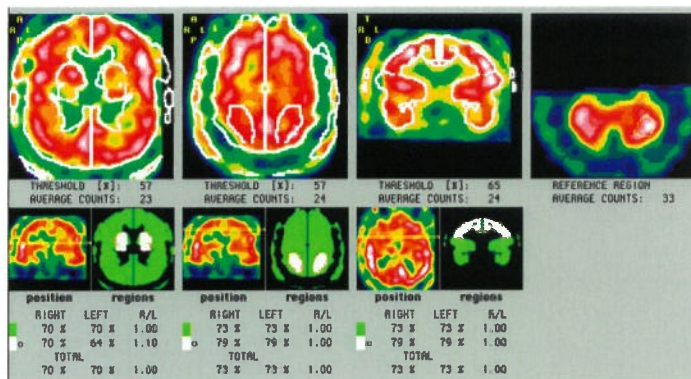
Определяется диффузное снижение перфузии головного мозга.
